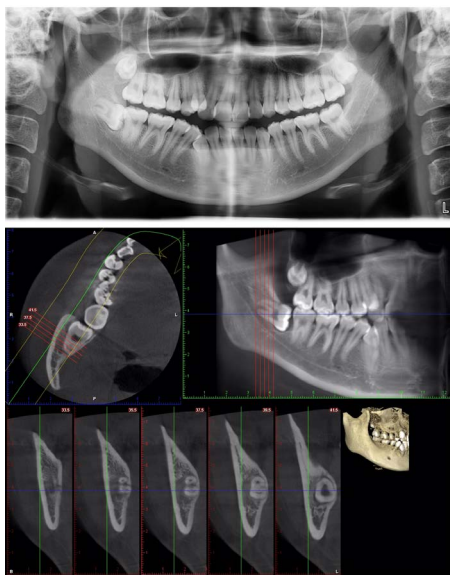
48 Position OPG bone white line interruption + CBCT contact
